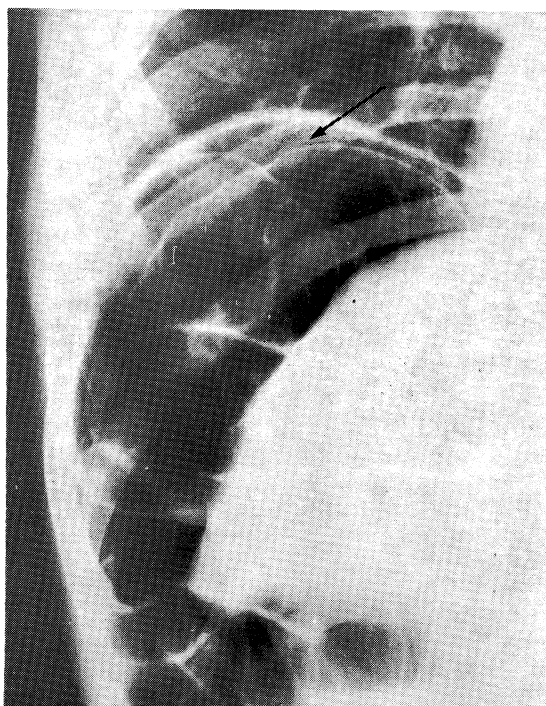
The roentgenogram of the chest revealed Chilaiditi's syndrome with a small quantity of right subdiaphragmatic free air (arrow).
